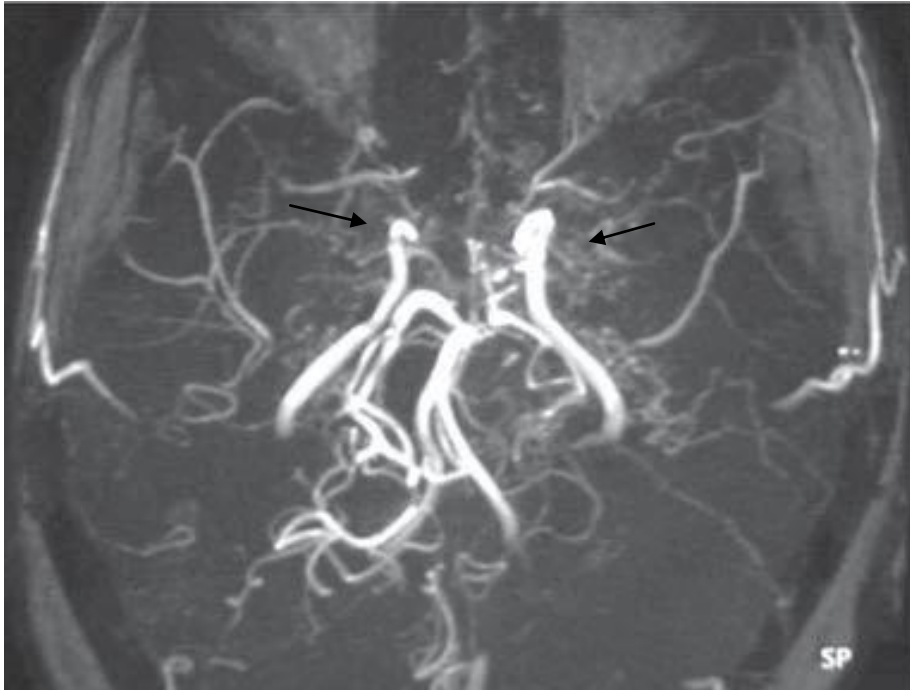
Une angio-IRM en vue supérieure : occlusion de la terminaison des deux carotides internes, des cérébrales antérieures et des segments M1 et M2 des sylviennes [55].
